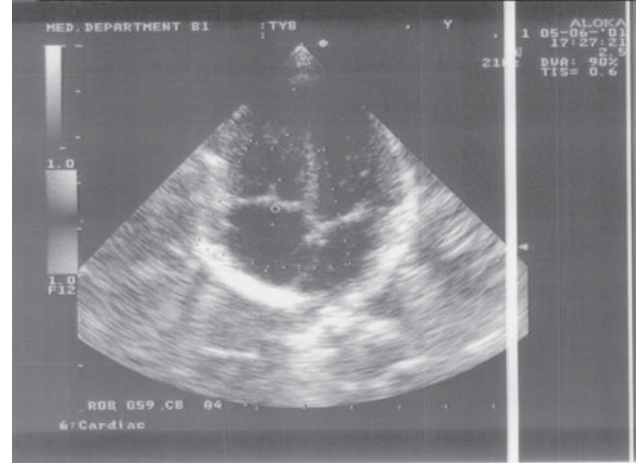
Эхокардиограмма больной Н. (сутки после проведения электроимпульсной терапии).
